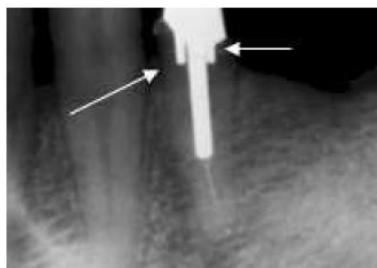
Radiografía donde se muestra la antirrotación.
